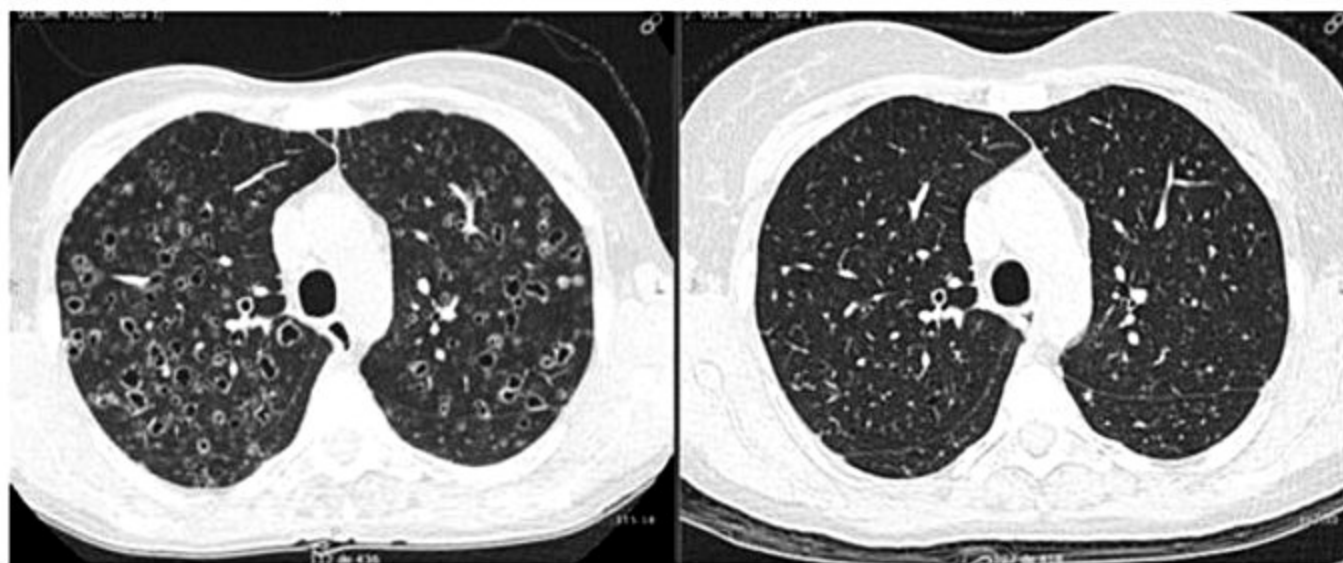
Tomografia de alta resolução do tórax de paciente com histiocitose de células de Langerhans ao diagnóstico e após 6 meses de cessação de tabagismo, com melhora importante das lesões císticas.
